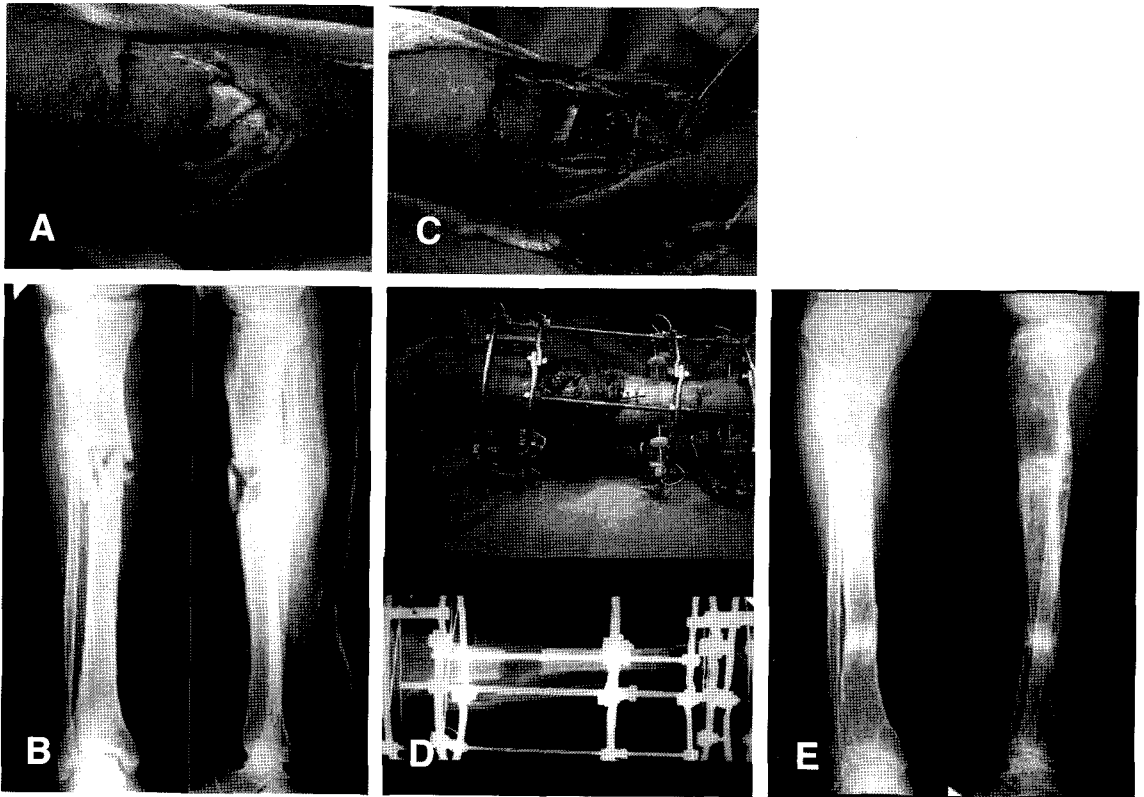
(A) 74-year-old male with type 3B open fracture on his right tibia. (B) Radiograph shows comminuted fracture at proximal 1/3 of right tibial shaft. (C) About 5.0 cm of necrotic and comminuted bone was excised. (D) Coverage was done with free rectus abdominis muscle flap (Left). Ilizarov apparatus was applied (Right). (E) Radiograph shows solid bone union at 12 months after operation.
